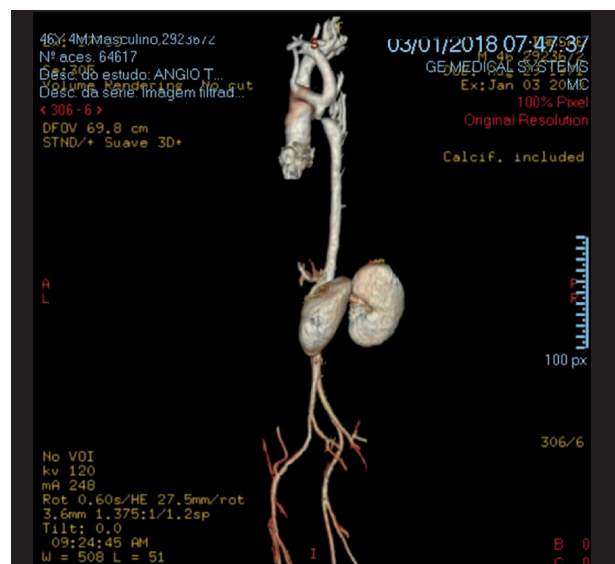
Angiotomografia de aorta com estenose na sua porção descendente no terço proximal com colaterais entre as áreas pré e pós-estenóticas.
